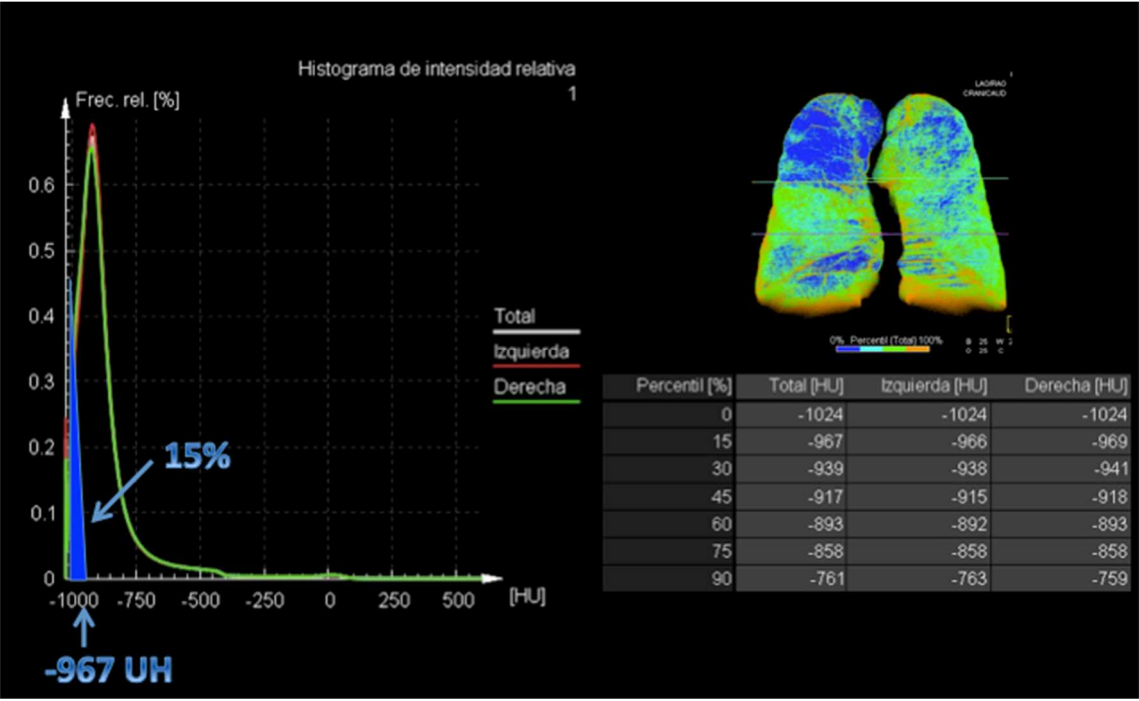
Ejemplo del cálculo de percentiles en la TC de un paciente con enfisema.
